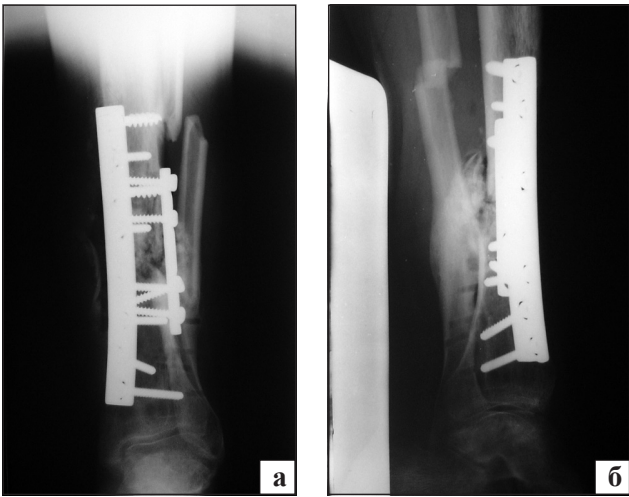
Фотоотпечатки рентгенограмм левой голени больного П. после повторного хирургического вмешательства: фас (а), профиль (б)
